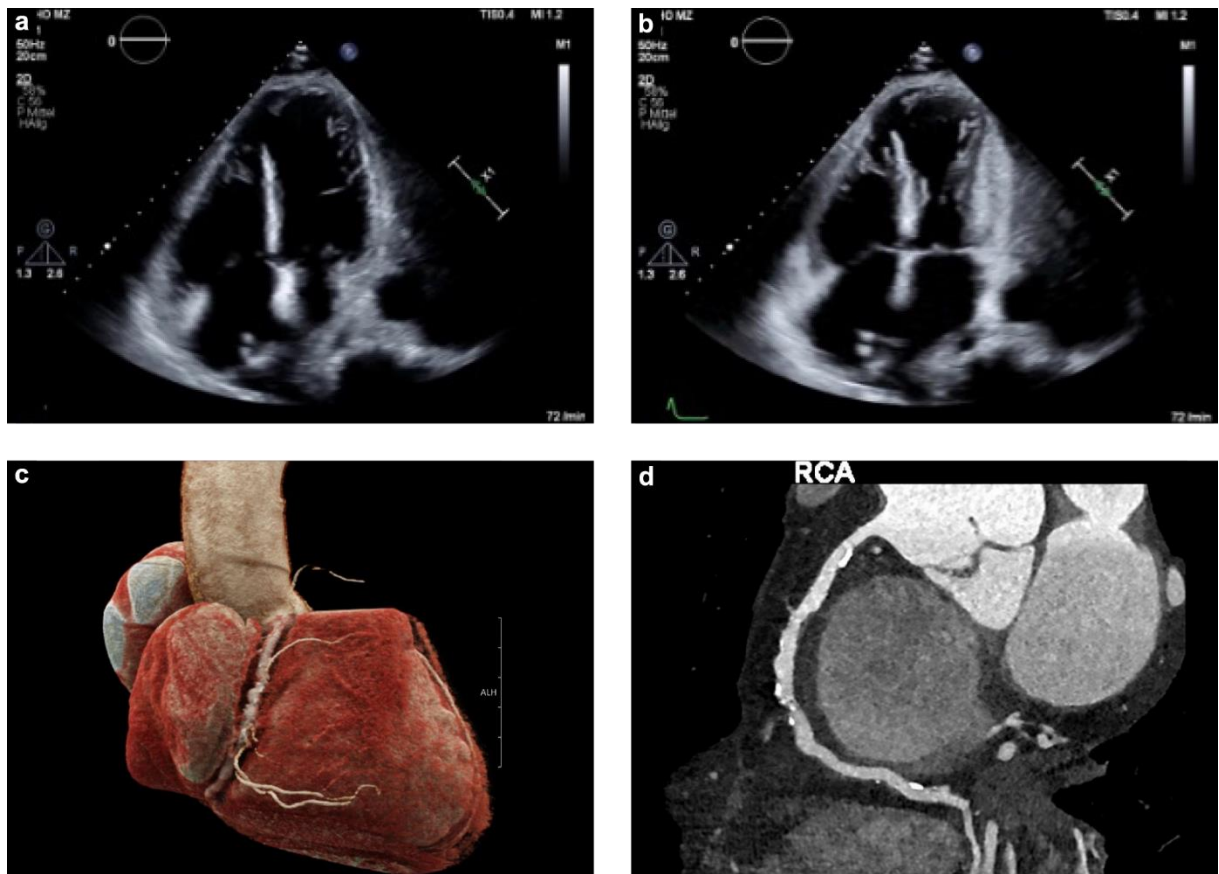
Bildmorphologische Darstellung des Herzens im Ultraschall und der Computertomographie (CT) bei einem Patienten mit KHK
